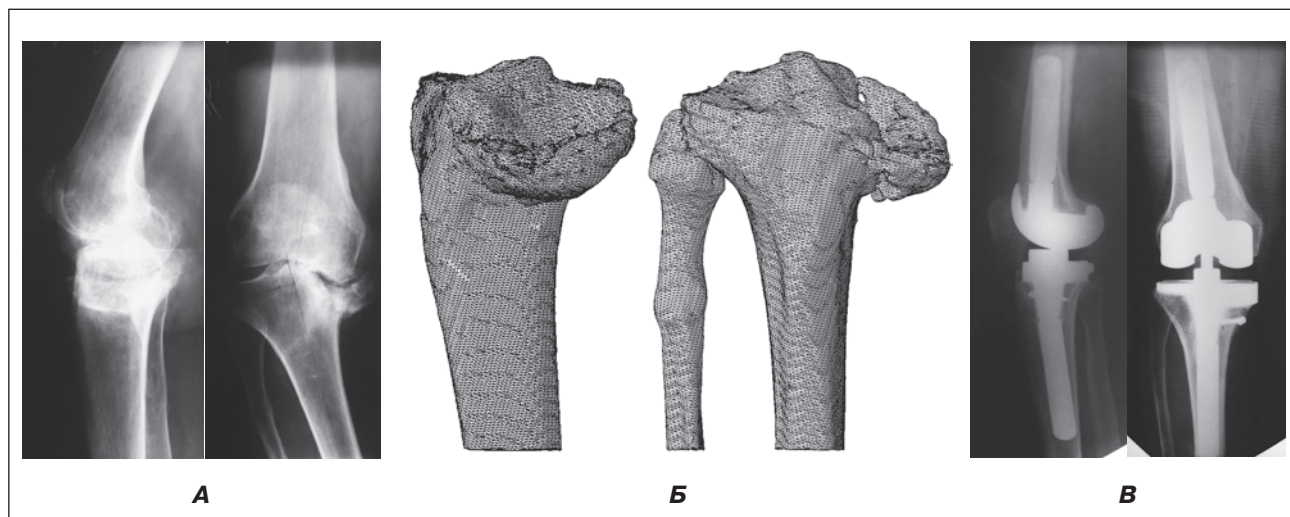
Рентгенограма правого колінного суглоба хворої М. з посттравматичним гонартрозом IV ст., варусною деформацією колінного суглоба (А); 3D-модель ураженого сегмента, визначений рівень потрібної резекції (Б); рентгенографія після оперативного втручання: тотальне ендопротезування правого колінного суглоба протезом Zimmer LCSK, використаний аугмент медіального виростка великогомілкової кістки (В)
